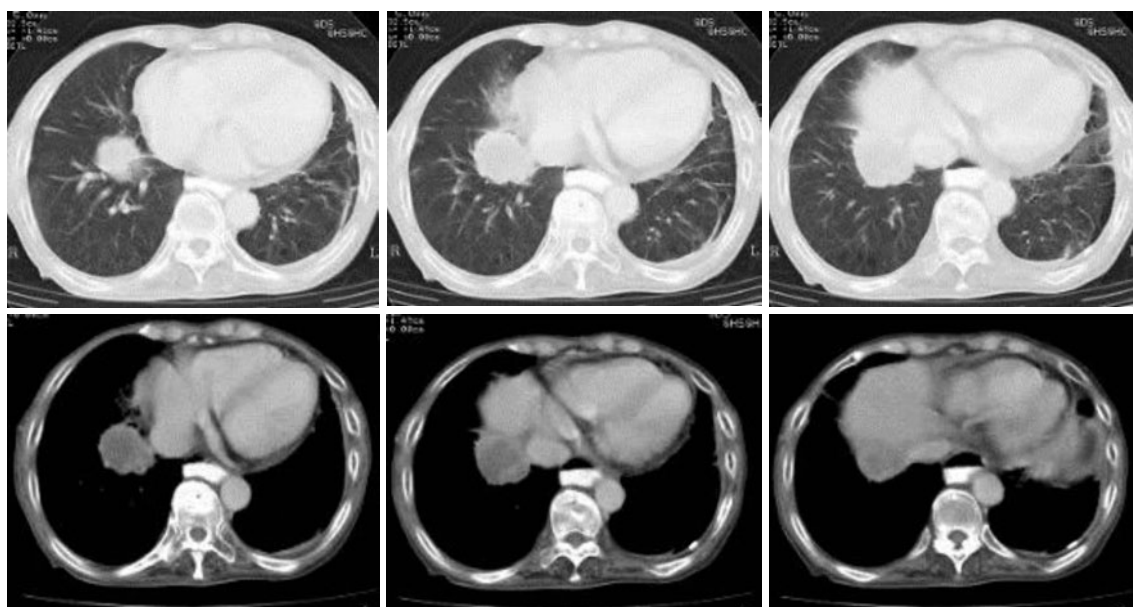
The chest CT revealed a mass in the right S7 invading the diaphragm. The inner density of the mass is low, suggestive of squamous cell carcinoma.
